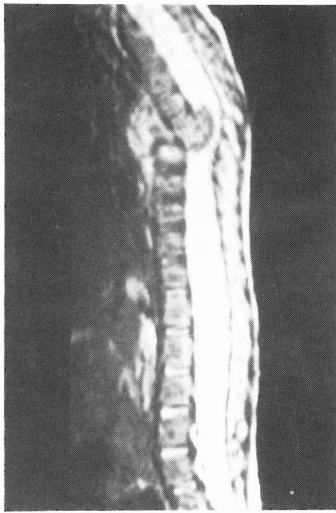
RMN: compressão medular.
